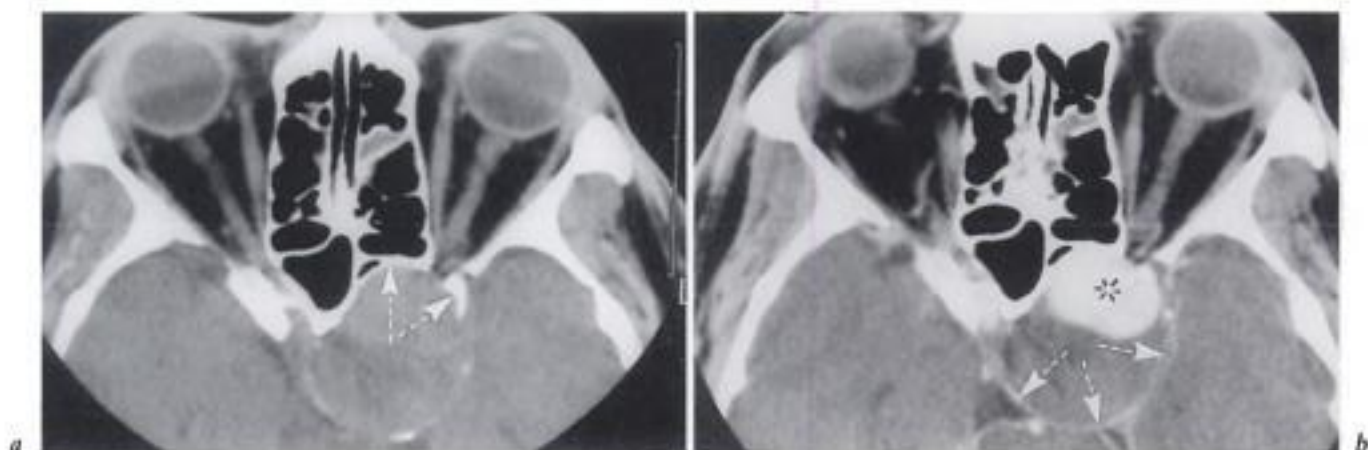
Anévrisme de la carotide interne intra-caverneuse. Homme 30 ans; forte baisse de vision à gauche. TDM.
